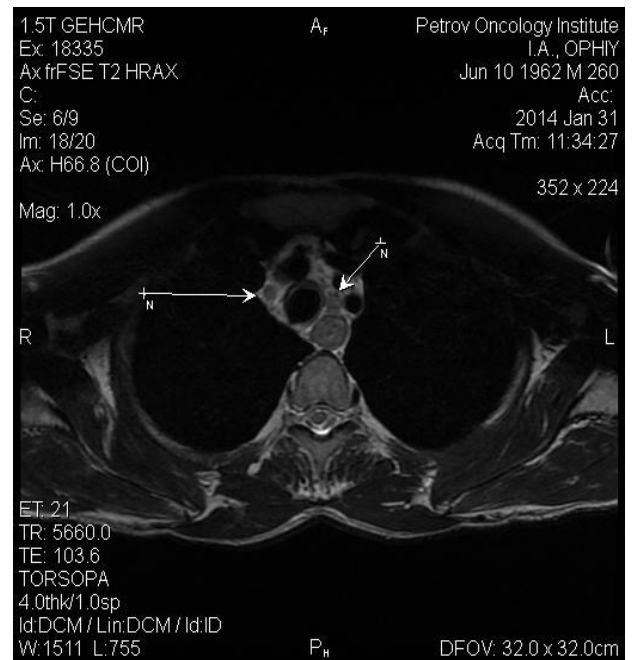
Метастазы в лимфатические узлы средостения (указаны стрелками) (МРТ)
